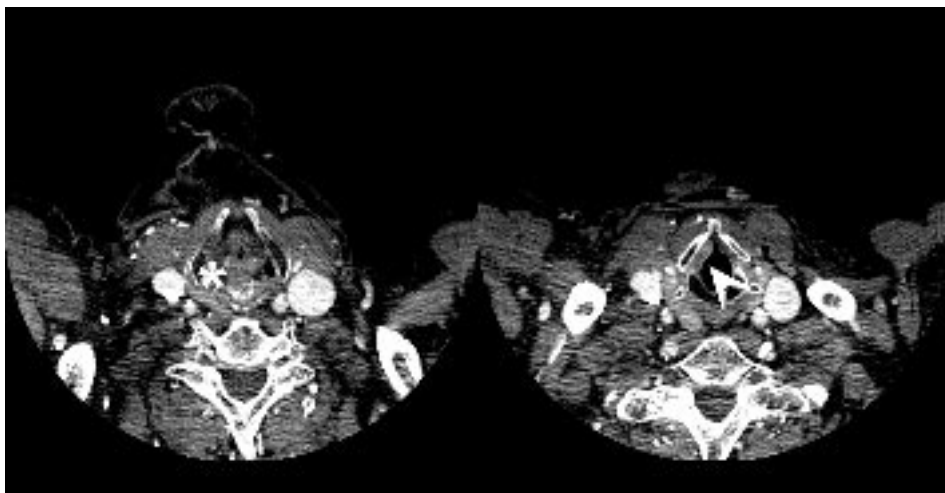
Recidiva di neoplasia della glottide. A sinistra ispessimento della parete posteriore della laringe (asterisco). A destra ispessimento della corda vocale vera con associata impregnazione contrastografica in esiti di chirurgia endoscopica con laser (testa di freccia). I reperti TC della regione glottica sono spesso molto sfumati e fini; la valutazione di queste immagini richiede generalmente elevata competenza da parte del radiologo.
